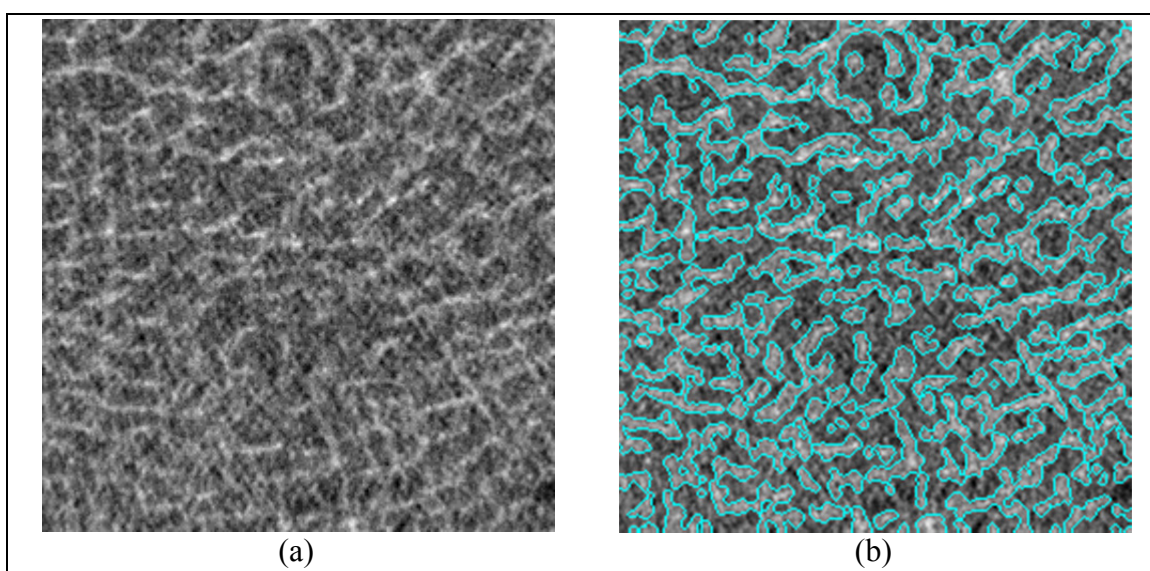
Images micro-CT analogue (a) sans et (b) avec segmentation du modèle porcin
